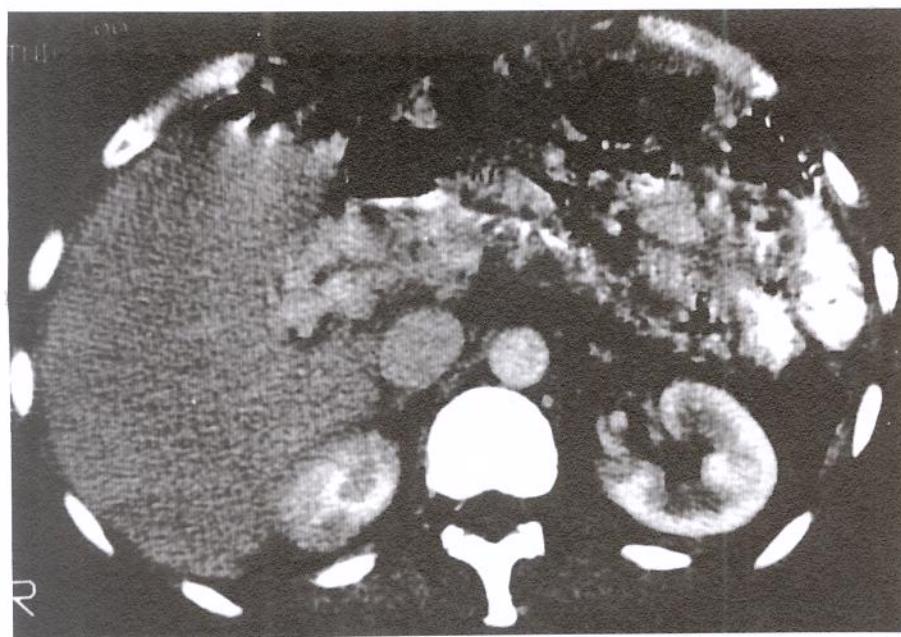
Tomografia axial computadorizada mostrando, em corte axial do pâncreas calcificações no parênquima e trombose da veia porta.
